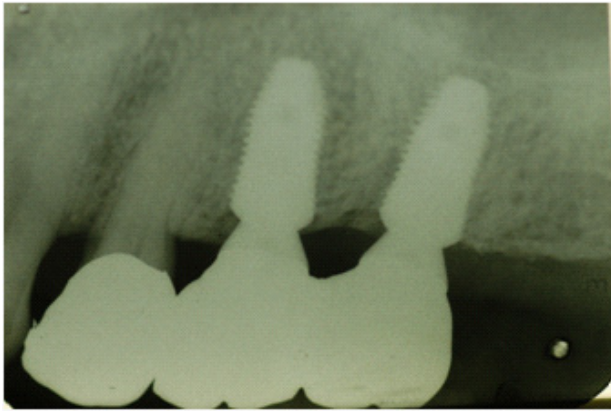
최종 보철물 시적 후 4년 경과시의 X-ray 사진. #24 치아와 임플란트 모두 양호한 상태를 유지하고 있다.
